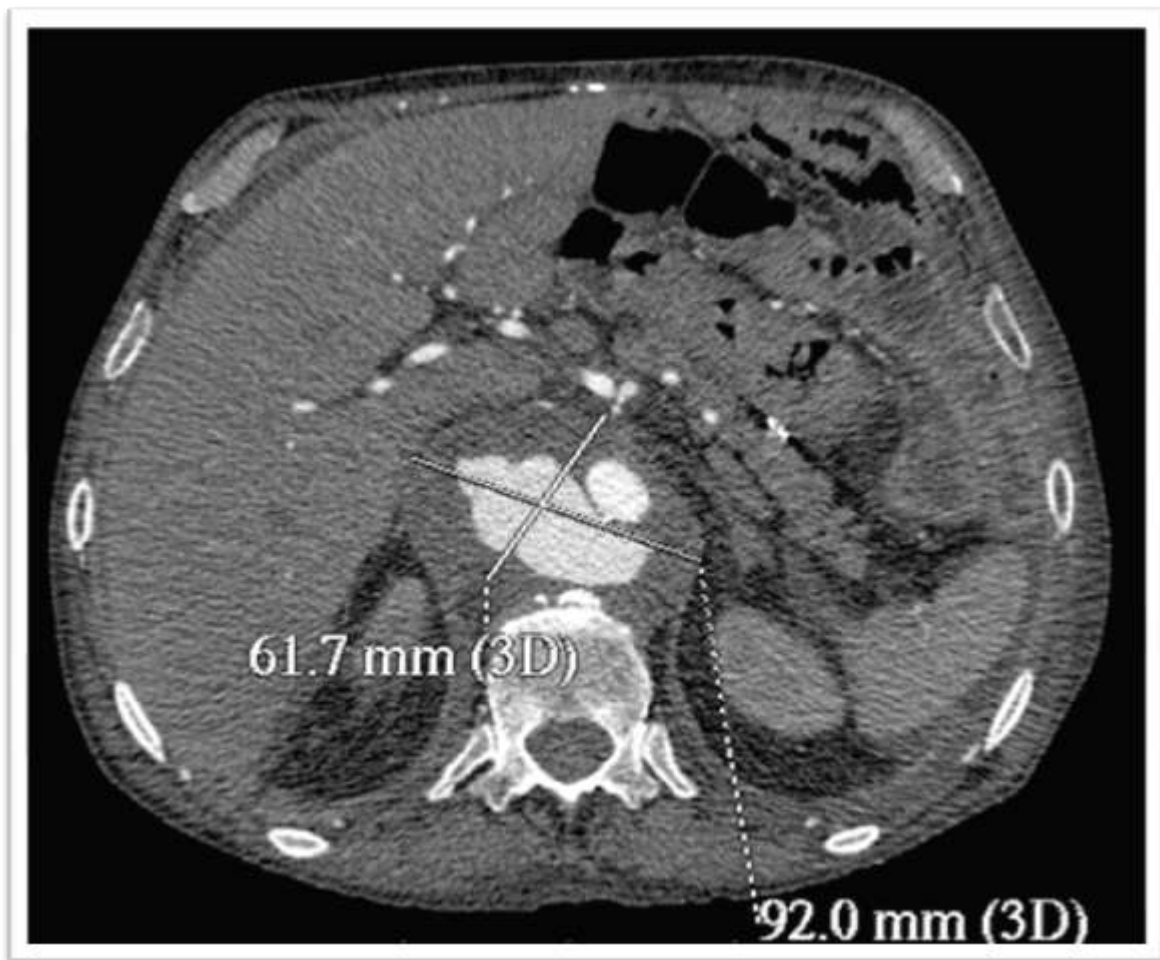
TDM abdominale injectée en coupe axiale retrouvant un volumineux AAA infecté sus-rénal à parois irrégulières, sans calcifications.
